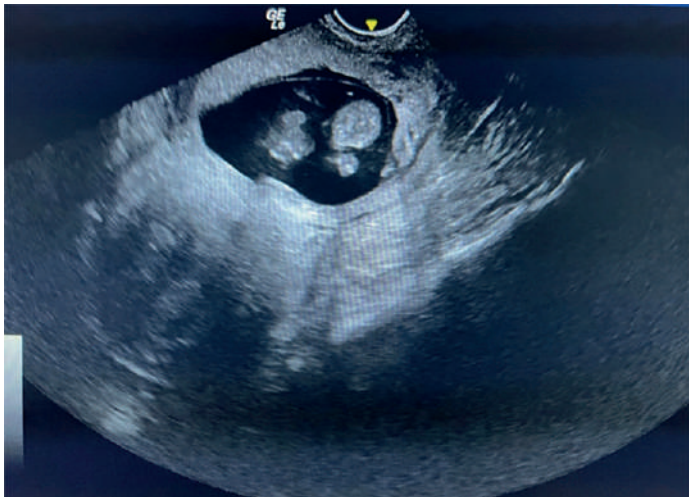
Ecografía transvaginal longitudinal que muestra un saco gestacional con un embrión vivo en torno del istmo cervical.
